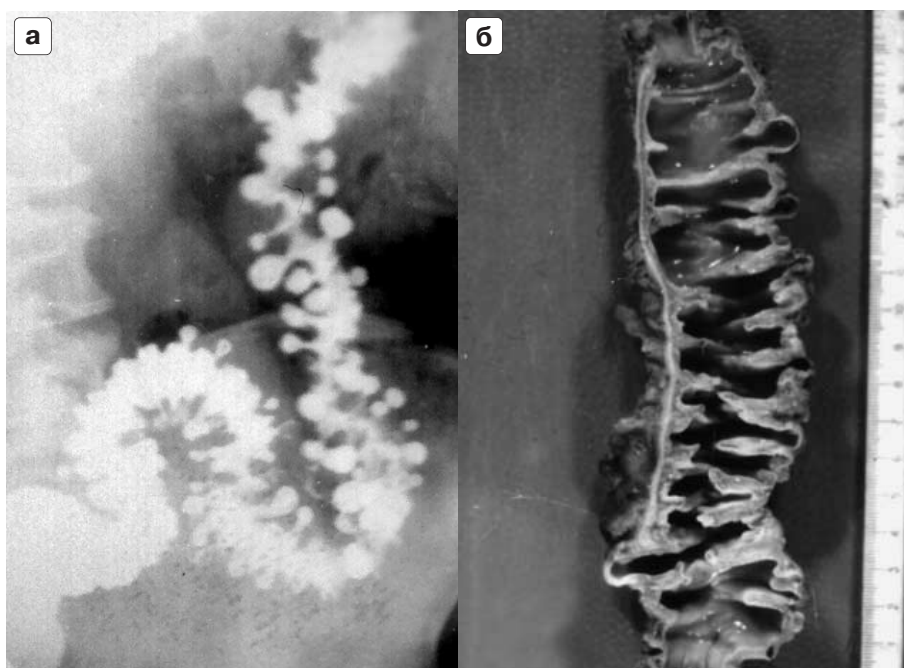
Дивертикулез. Третья степень морфофункциональных изменений. Рентгенологическая (а) и патоморфологическая (б) картина.
